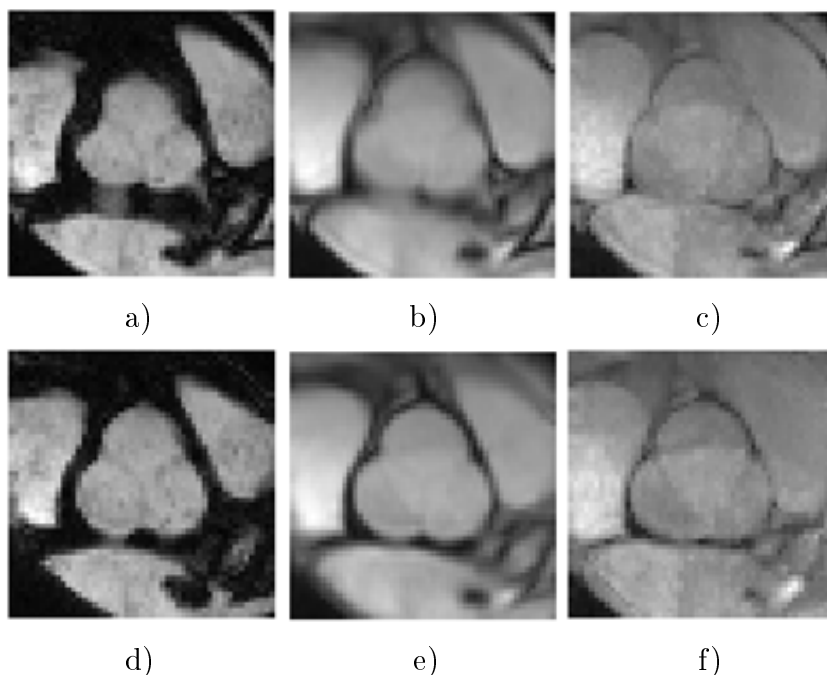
Evaluation visuelle du recalage d’images sur un examen IRM cinétique. Images des intensités minimums (a), moyennes (b) et maximums (c) sur l’ensemble de la séquence avant recalage. Intensités minimums (d), moyennes (e) et maximums (f) après recalage.
